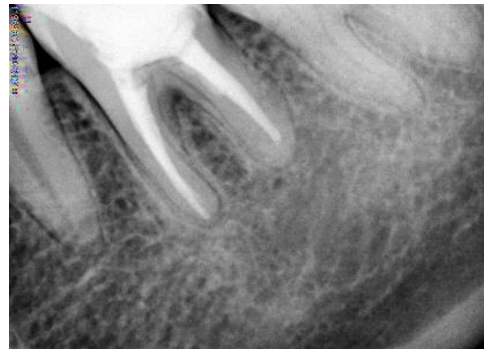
Radiografía control 18 meses.
